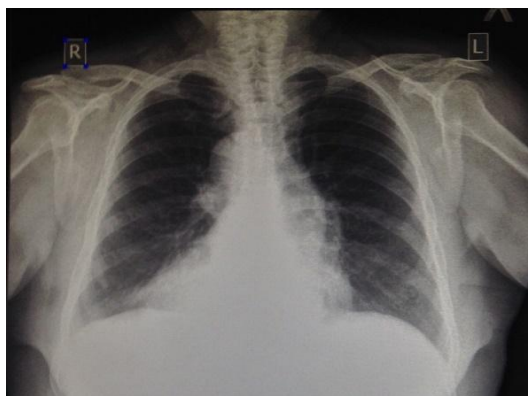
Рентгенограмма органов грудной полости пациентки И., 62 лет в динамике
